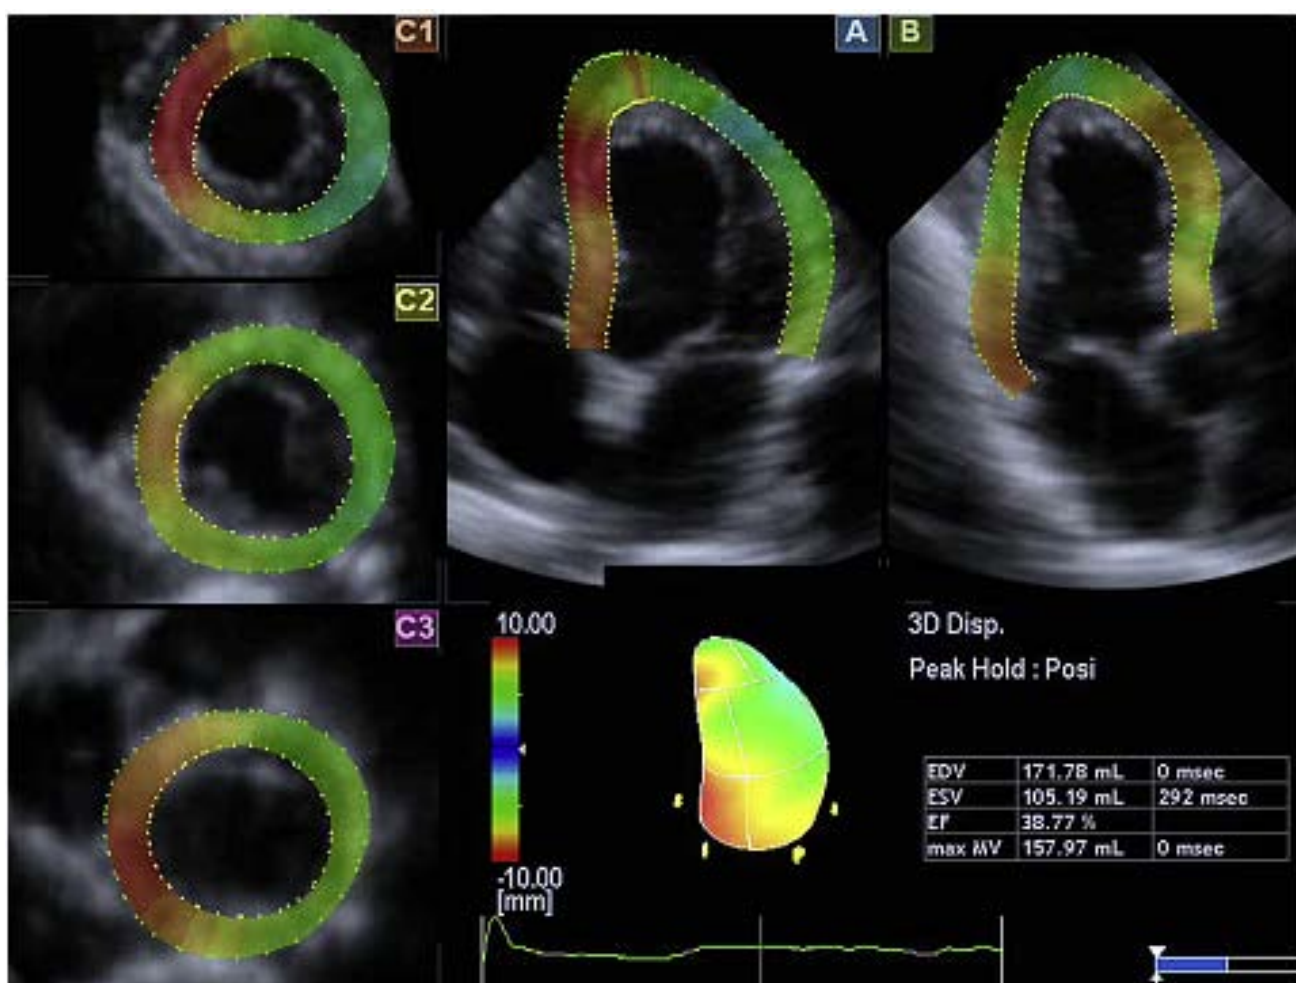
与图 10 不同的是,此患者在收缩末期记录的 3D 斑点追踪超声心动图切面显示侧壁的位移减低(绿色),与患者有陈旧下侧壁心肌梗死一致。经 Nesser 等同意复印²¹
